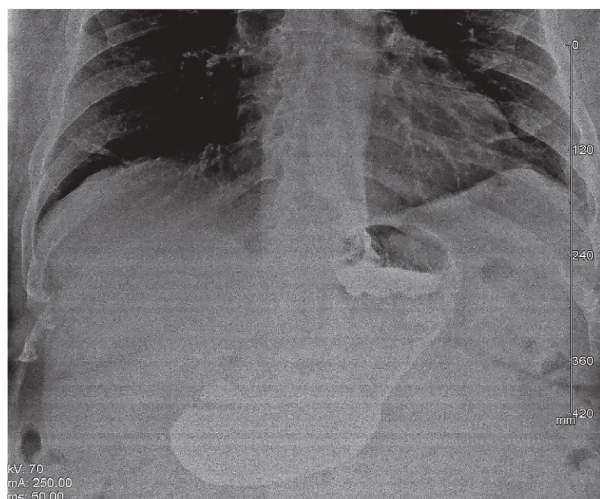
Contrast X-ray of the stomach in the frontal plane.
